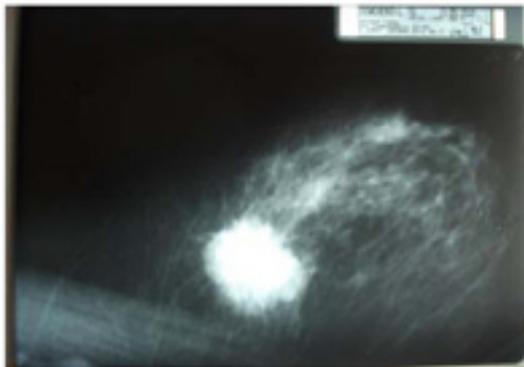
Рентгенограма хворої В.Л.Ю. після лікування (08.09.11)
